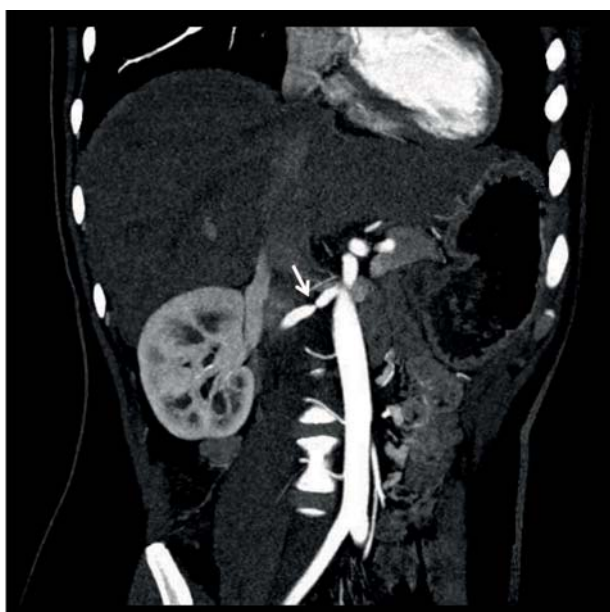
Angio-TC abdominal: redução do calibre da artéria renal direita, a cerca de 1,2 cm da sua origem, com critérios de estenose luminal.
